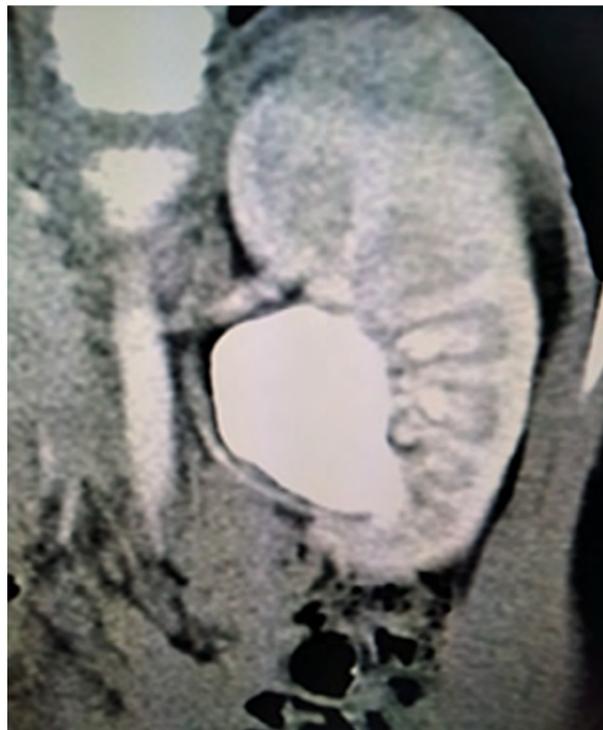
Томограмма пациента с ВГ. Сосудистая фаза на фоне экскреторной
